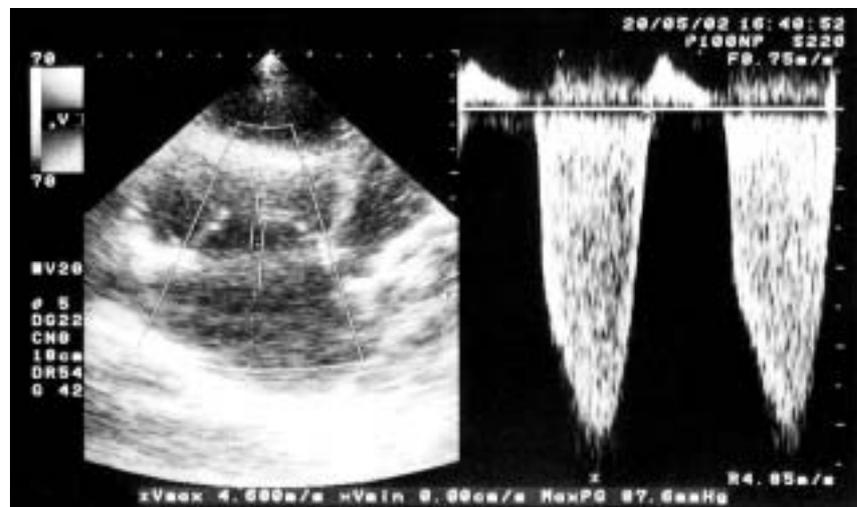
Допплер-эхокардиография.
